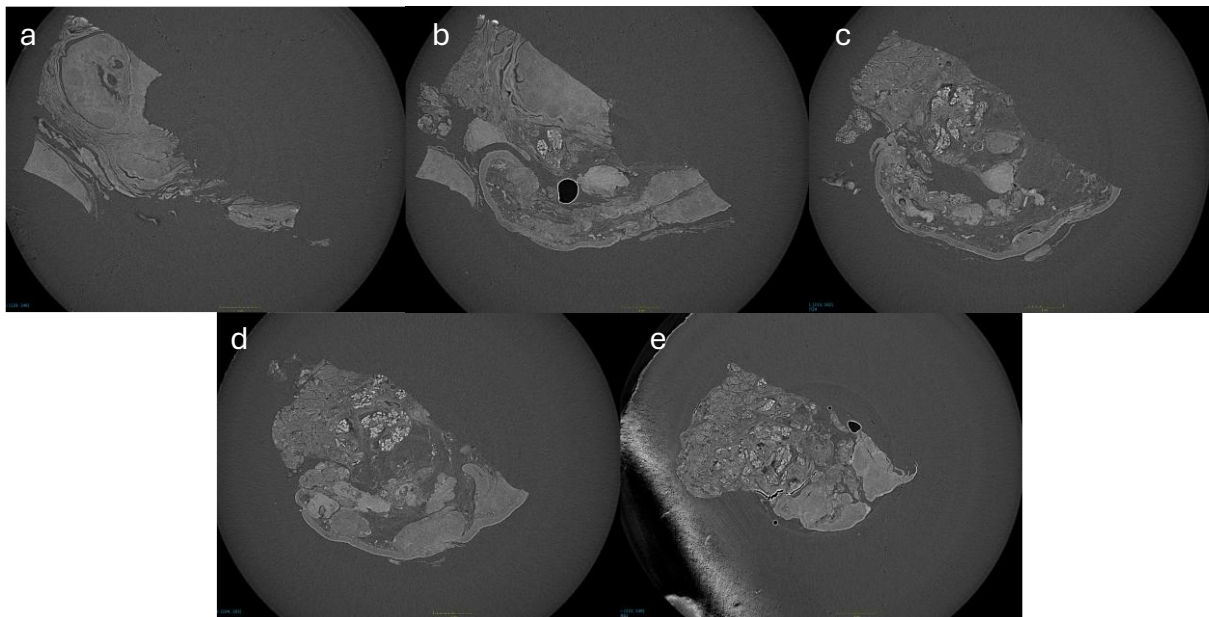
Ebenenvergleich verschiedener Ebenen in einem μ CT-Datensatz einer Tonsillen-Probe (von a nach e). Der Abstand zwischen den Bildern zueinander betrug 208 μ m. Zu beobachten ist, dass durch die räumliche Komponente unterschiedliche Strukturen je nach vorgedrungener Tiefe zu erkennen sind.
